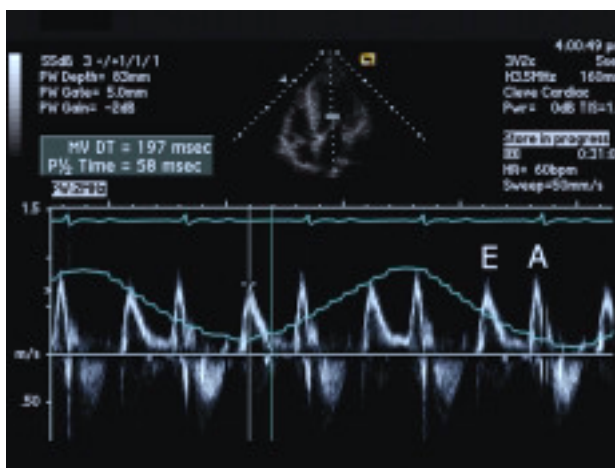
Doppler pulsado transmitral indicando la onda de llenado ventricular temprano (E) y la de contracción auricular (A). Medida del tiempo de desaceleración (DT) de la onda de llenado precoz.
